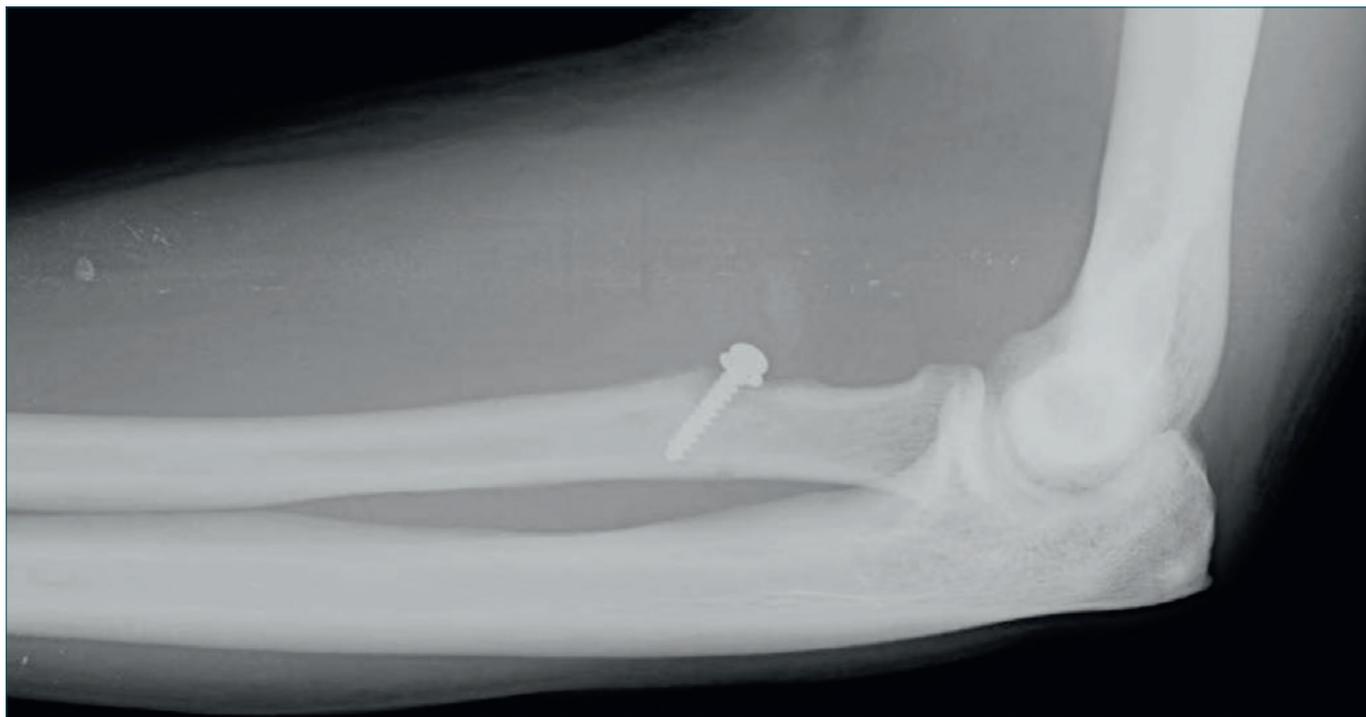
Radiografia di un paziente trattato con vite e rondella un mese dopo l'intervento.
